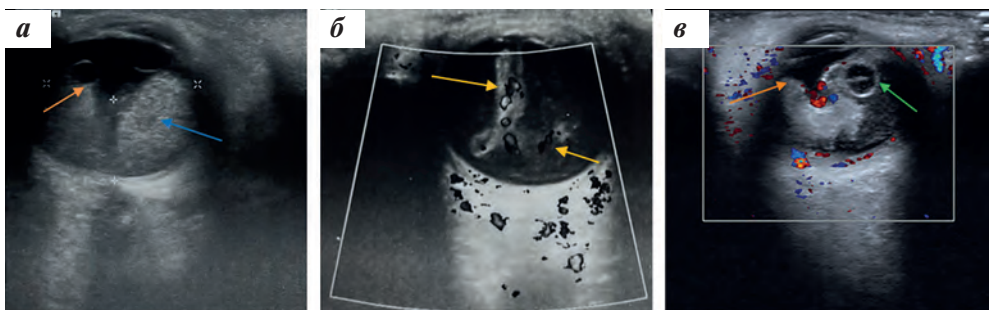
УЗИ: а (пациент К.) – сетчатка тотально отслоена (оранжевая стрелка), под сетчаткой взвесь (синяя стрелка) с мелкодисперсным содержимым повышенной и средней эхогенности; б (пациент Л.) – сетчатка тотально отслоена, неравномерно утолщена, повышенной эхогенности, при цветовом доплеровском картировании (ЦДК) в ее толще определяются локусы кровотока (указаны стрелками); в (пациент О.) – сетчатка тотально отслоена, повышенной эхогенности, неравномерно утолщена (оранжевая стрелка), в сетчатке определяется единичное гипозоногенное кистозное образование до 2 мм с неоднородным содержимым (зеленая стрелка). Под сетчаткой мелкодисперсная взвесь средней и повышенной эхогенности. Объемное образование, обычно сопровождающее РБ, отсутствует на всех 3 снимках
